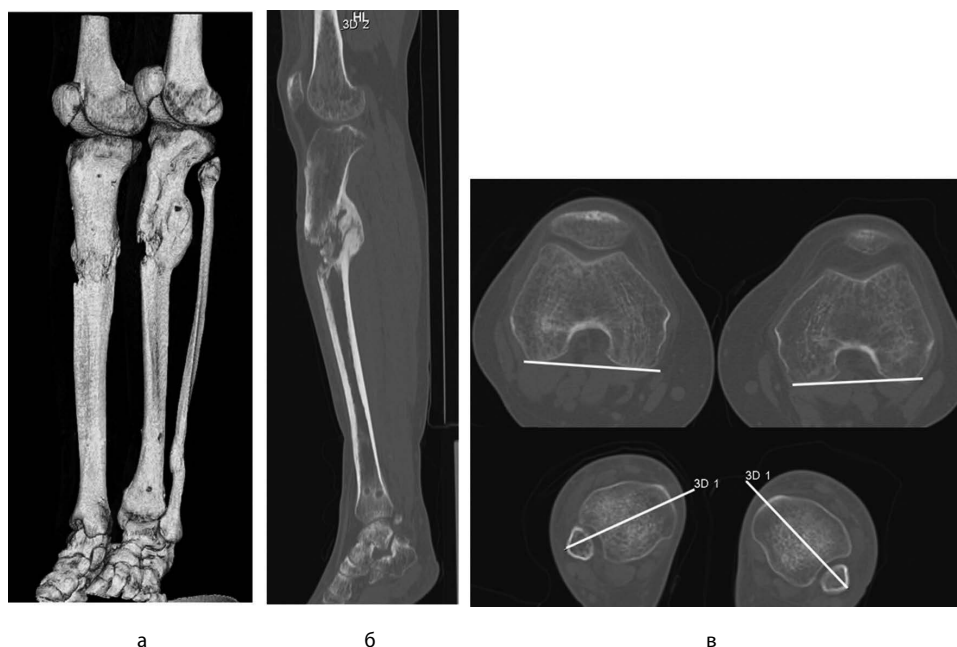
Компьютерная томография бедра и голени пациента, которому с целью увеличения роста удлиннили обе голени на 4 см. а – 3D-моделирование скелета обеих конечностей. Обращает на себя внимание разное положение анатомической оси правой и левой большеберцовых костей; б – томограмма левой большеберцовой кости. Консолидация костных фрагментов под углом, открытым кзади; в – поперечные срезы на уровне мыщелков бедренных костей и дистальных эпифизов берцовых костей. Имеется наружная ротация дистального фрагмента левой большеберцовой кости
